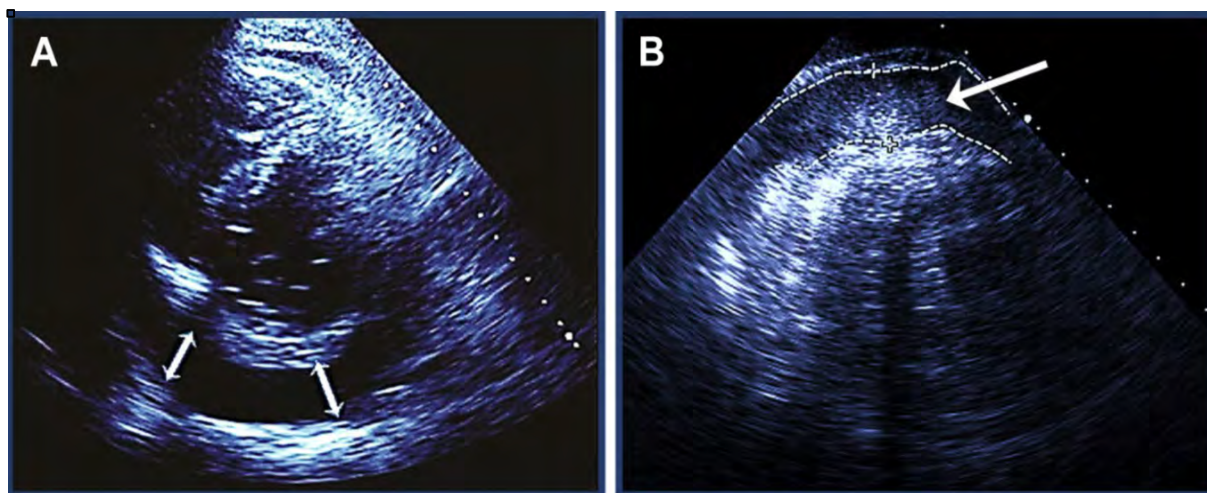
Aspect échographique d'un hémopéricarde
